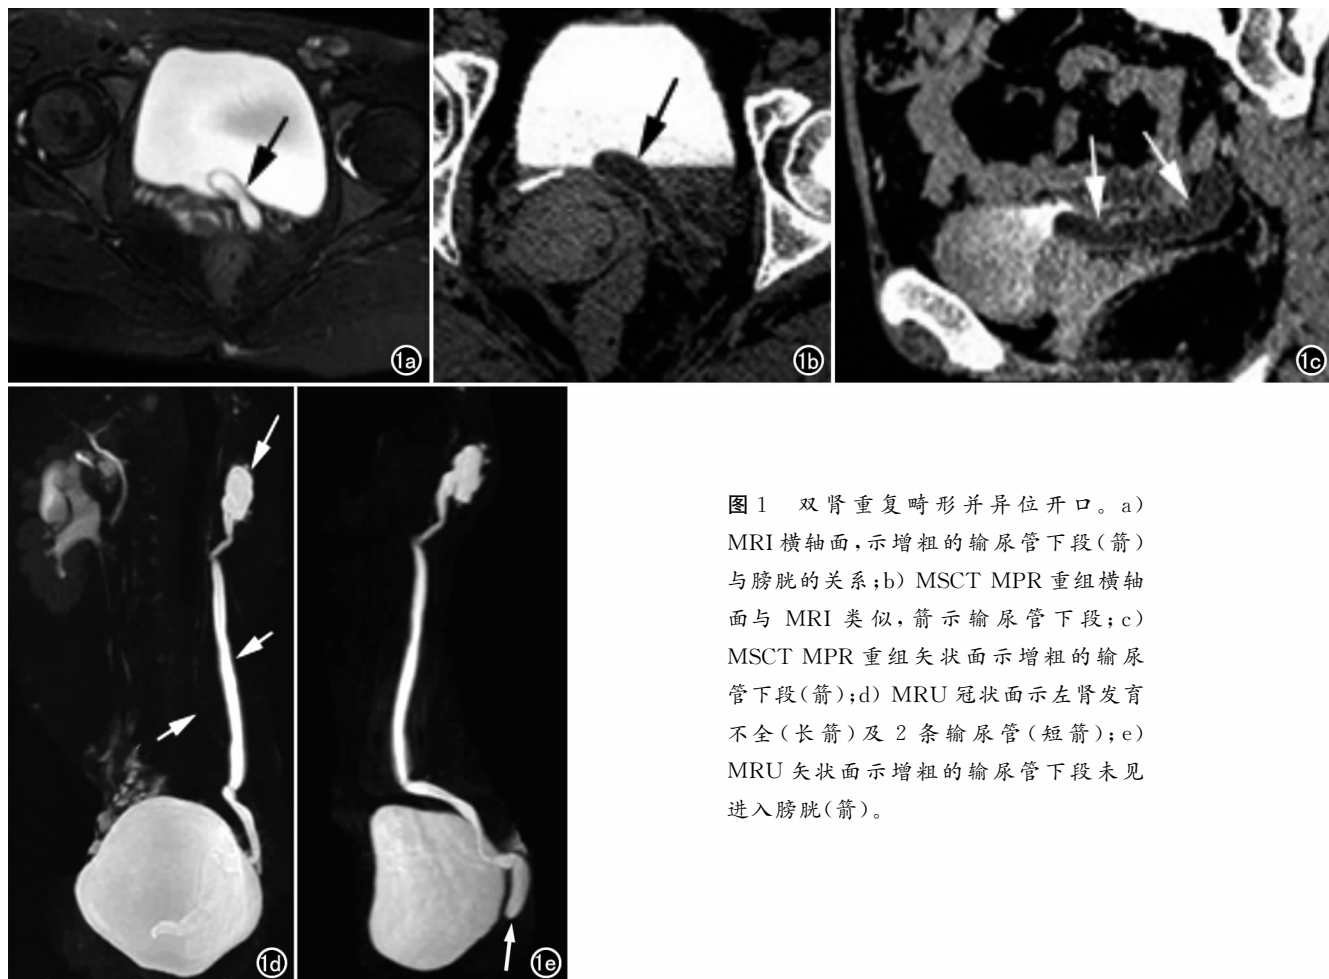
双肾重复畸形并异位开口。a) MRI 横轴面, 示增粗的输尿管下段 (箭) 与膀胱的关系; b) MSCT MPR 重组横轴面与 MRI 类似, 箭示输尿管下段; c) MSCT MPR 重组矢状面示增粗的输尿管下段 (箭); d) MRU 冠状面示左肾发育不全 (长箭) 及 2 条输尿管 (短箭); e) MRU 矢状面示增粗的输尿管下段未见进入膀胱 (箭)。
